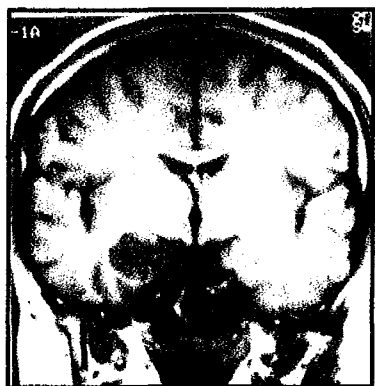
IRM coronale T1 sans injection représentant une DNET temporale interne droite [22, 23]
